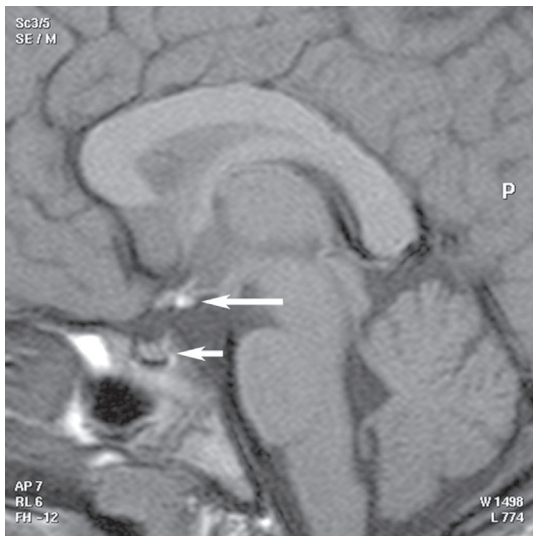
IRM avec interruption de la tige hypophysaire et ectopie de la posthypophyse, éloignée de l'antéhypophyse (flèches).
